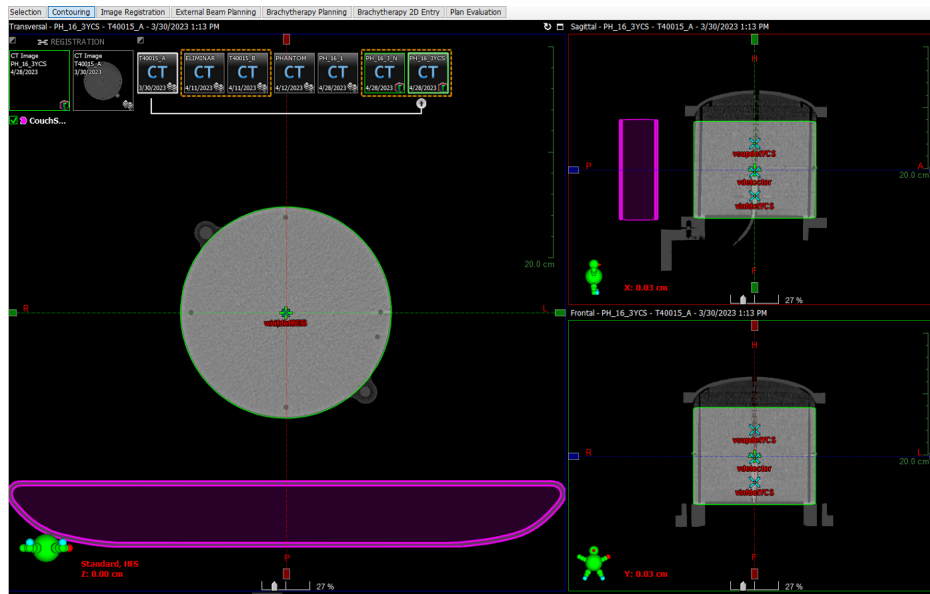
Fusión de la CT del maniquí T40015 con la CT virtual creada en el TPS.
